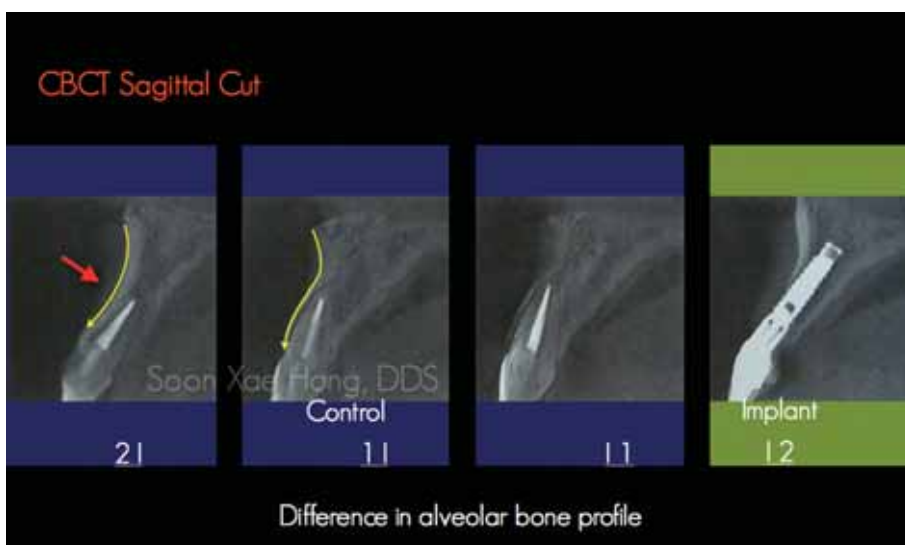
중절치와 측절치 치조골 순측의 profile의 차이를 보여주는 시상면 CT영상이다. alveolar bone이 basal bone으로부터 전개되는 외형에 있어 극명한 차이를 보여준다. 이러한 특징은 측절치 임플란트가 심미적으로 우수한 결과를 얻기 어렵게 되는 한 요인으로 작용한다.
